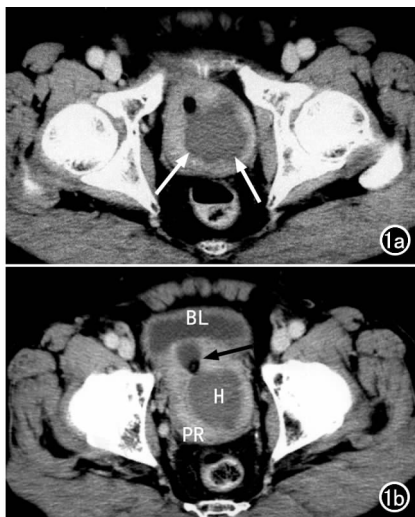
增强扫描,前列腺(PR)增大,向上突入膀胱(BL)。a)前列腺偏左侧见囊样无强化区(箭),密度均匀,边界清楚、欠规则,CT值34HU; b)尿道前列腺部(尿管留置,箭)向右前方压迫移位。前列腺包膜光滑完整,周围间隙清楚。
